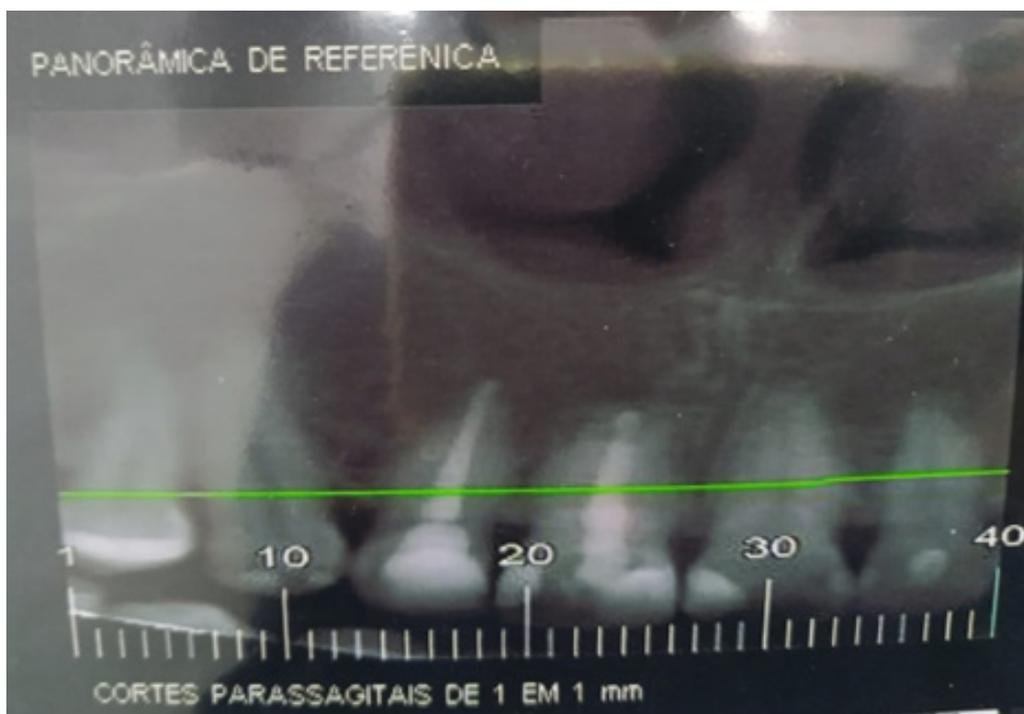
Panorâmica de referência da tomografia
